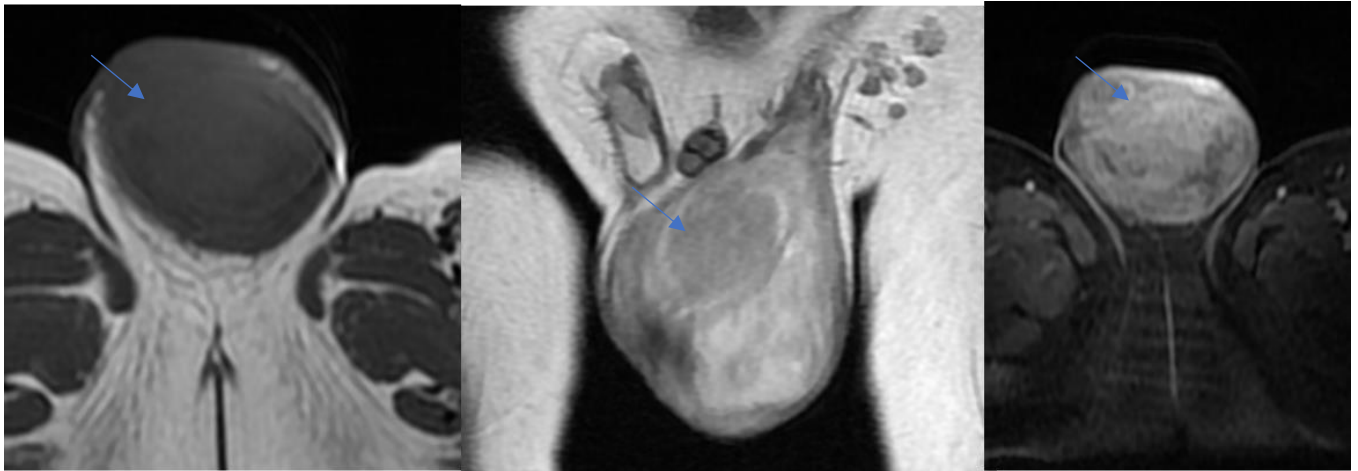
IRM pelvienne en coupes axiales T1 (a), T1 gado (c), diffusion (d) et coronale T2(b):
